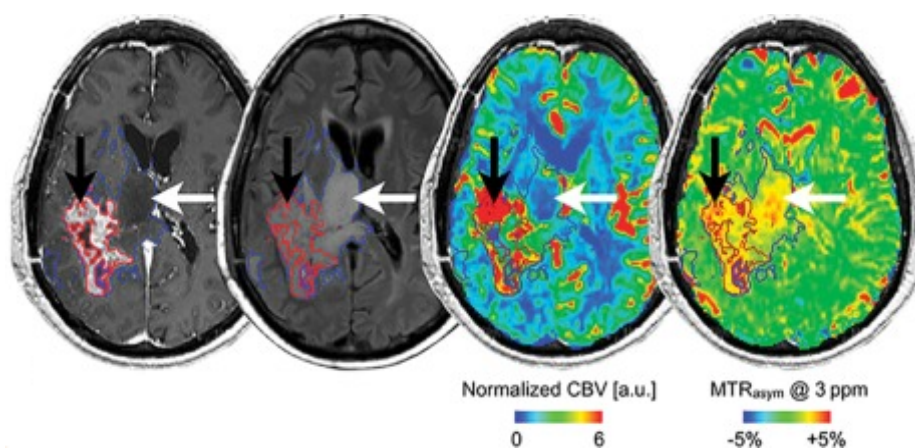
МРТ головного мозга пациента с глиобластомой. Слева направо: постконтрастные T1-взвешенные изображения (показывают границы опухоли), T2-взвешенные изображения FLAIR (визуализация границ воспаления), CBV (показывает объем крови в выбранном участке; цветовая кодировка соответствует относительному объему крови, выраженному в произвольных единицах (a.u.)), и pH-взвешенные МР-изображения (показывают изменения pH; большие значения MTRassym соответствуют меньшему значению внеклеточного pH). Стрелки указывают на зоны опухоли с высокой кислотностью [53].
